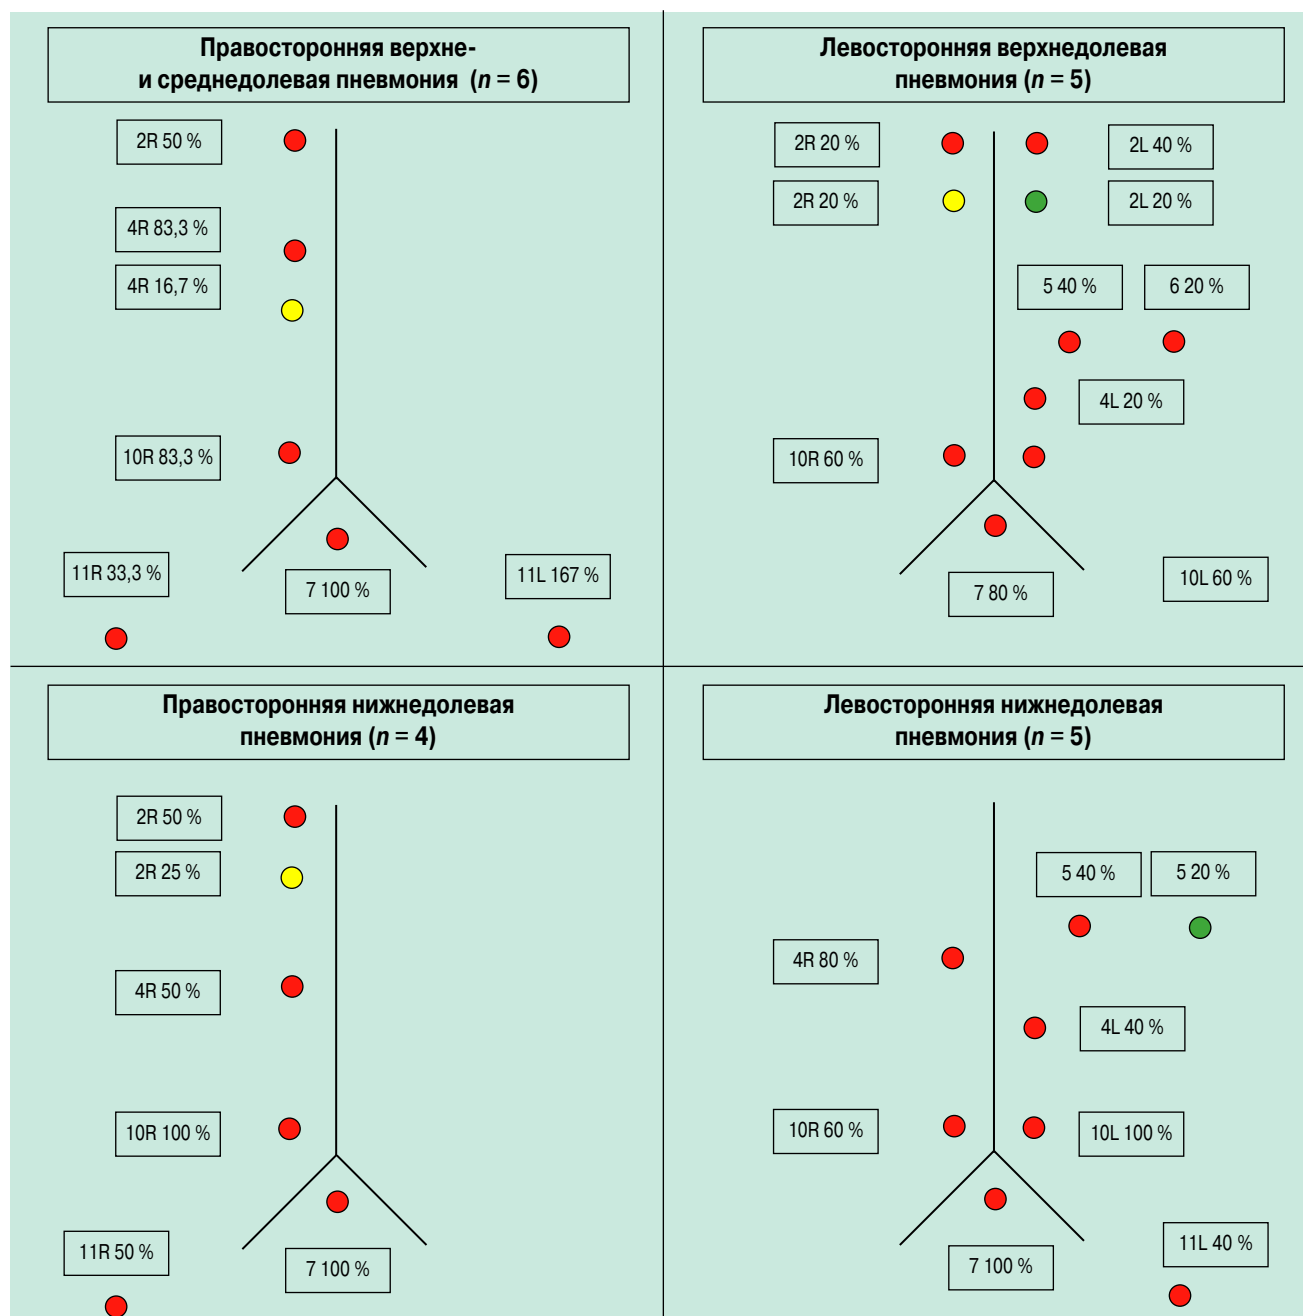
Функциональная активность внутригрудных лимфатических узлов в зависимости от локализации пневмонии, по результатам аэрозольной КТ-лимфографии
